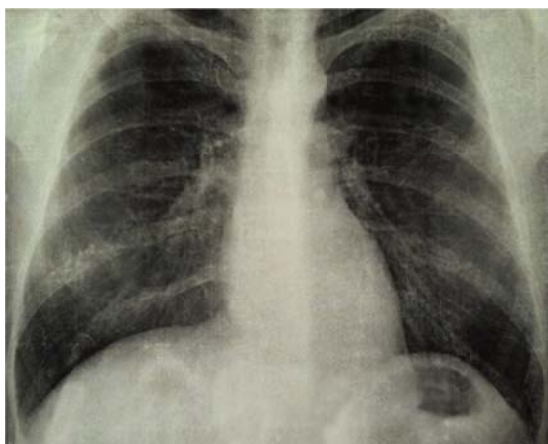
Рентгенограмма органов грудной клетки пациентки М.Т., выполненная за пять месяцев до выявления ТБ легких (инфильтрация в верхних отделах правого легкого отсутствует)
